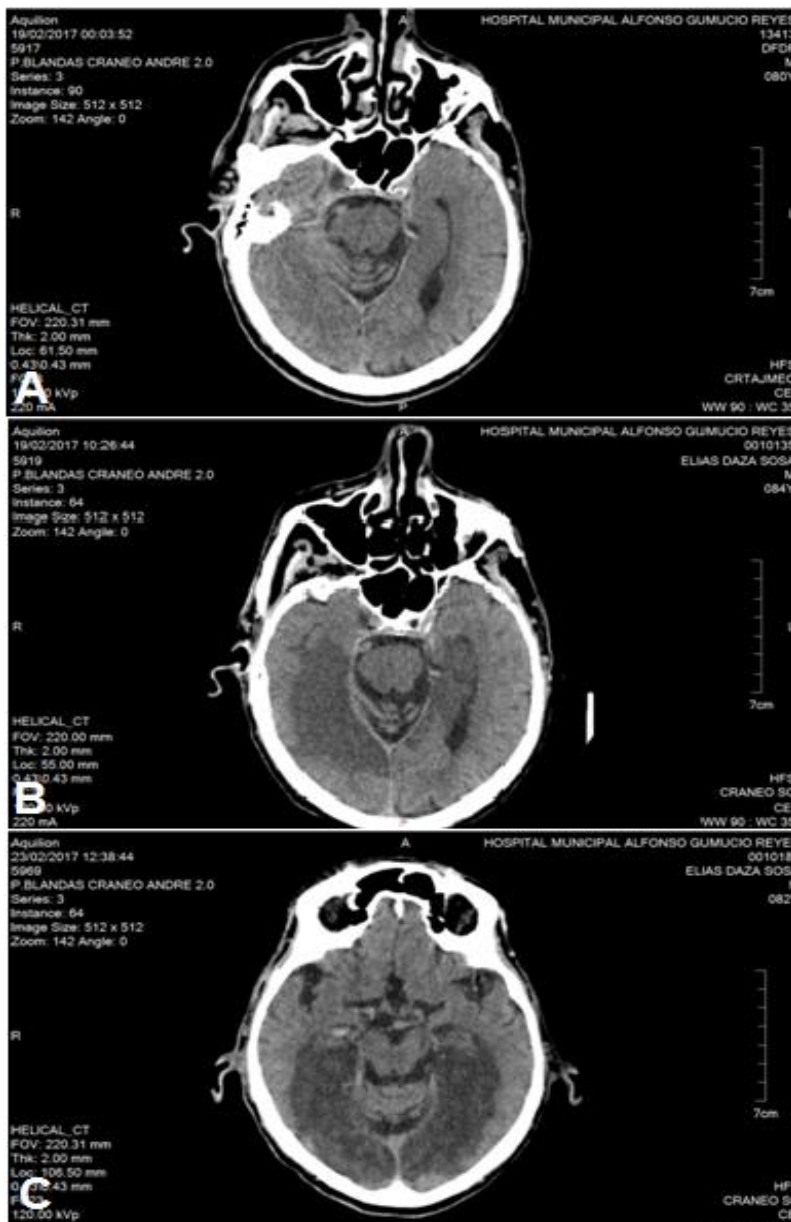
Corte de TC craneal sin contraste a nivel del mesencéfalo en tres momentos diferentes del mismo paciente que muestran los cambios evolutivos disminuyendo la atenuación del parénquima a medida que se establece el edema citotóxico en un paciente con infarto bilateral del territorio posterior. A: estudio inicial, antes de las 4 horas del debut clínico. B: a las 6 horas del estudio inicial. C: a las 48 horas del debut.
